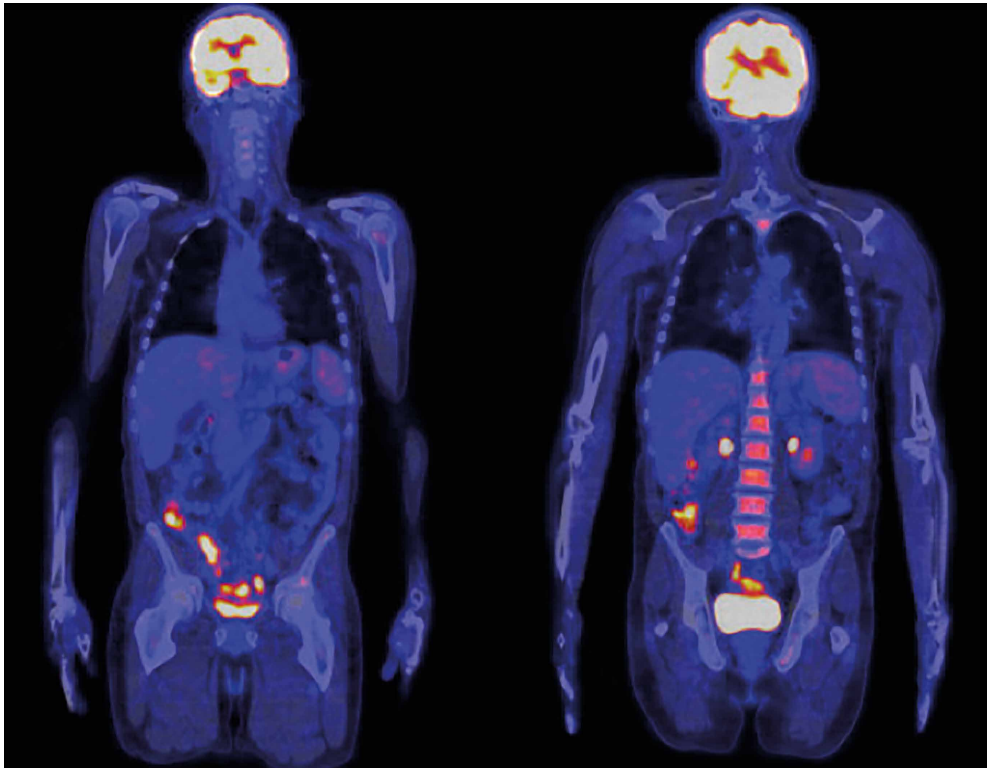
PET/TC con hipermetabolismo en íleon distal y unión ileocecal (ileitis activa), asociado a hipermetabolismo medular e inversión del gradiente hepatoesplénico (hiperreactividad medular).
